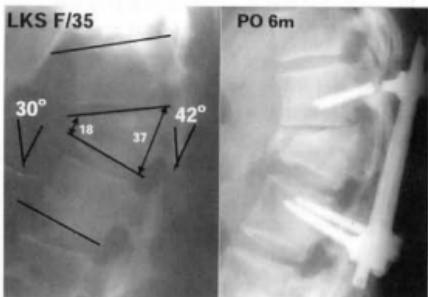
The initial lateral radiographs shows a loss of anterior height of L1 with 30° degree of local kyphotic angle. At sixth month after short segment pedicle screw fixation, the upper screws were broken.
